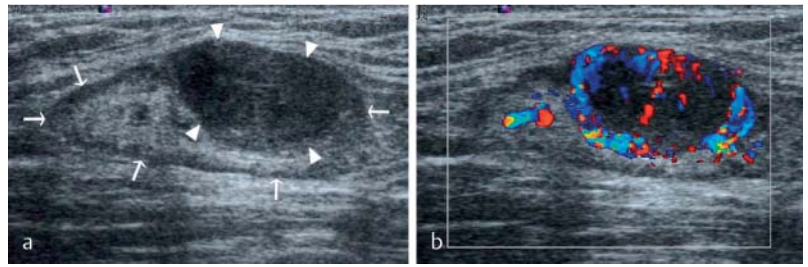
Partially affected lymph node in the groin due to melanoma metastasis a on B-mode image and b color Doppler sonographic image. Part of the lymph node is visualized as normal (arrows) with a narrow hypoechoic cortex (cortical width up to 1.5 mm) and a wide hyperechoic hilum. The metastasis corresponds to the nodular, hyperechoic cortical widening (14 × 8 mm) (arrow tips). Color Doppler sonography (8.9 MHz, 900 PRF, 50 WF) shows normal hilar vessels and pronounced, peripherally intensified tumor vascularization.
